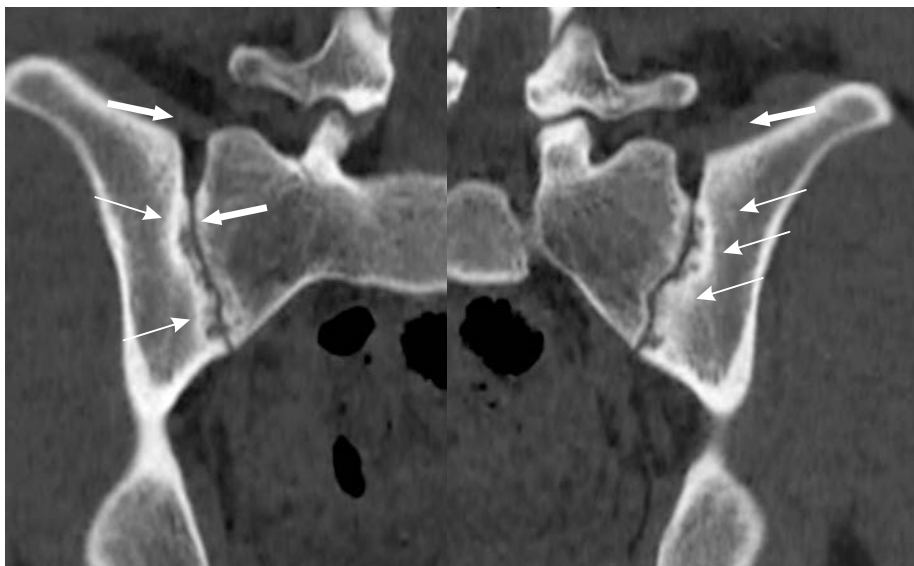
Компьютерная томография КПС. Выраженный субхондральный склероз суставных поверхностей с обеих сторон, множественные эрозии суставных поверхностей (тонкие стрелки), участки сужения и расширения рентгеновских суставных щелей (толстые стрелки).
